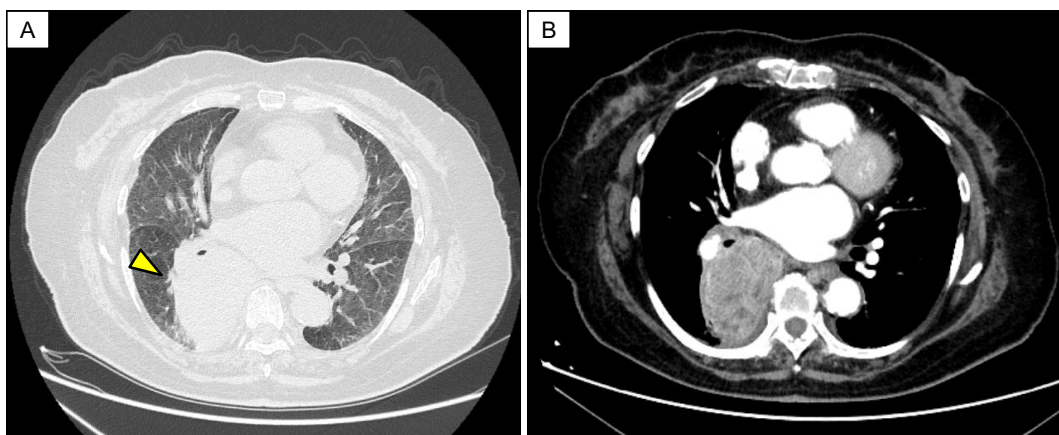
Findings of chest computed tomography (CT). (A) Chest CT revealed a 7.9×5.0-cm mass in the right lower lobe (yellow arrowhead). (B) Contrast-enhanced CT showed heterogeneous contrast of the tumor and slight pleural effusion.
